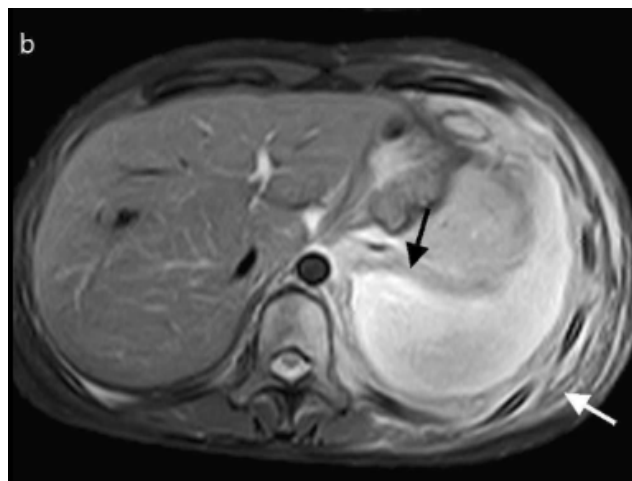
Derrame pleural unilateral izquierdo en RMN.
